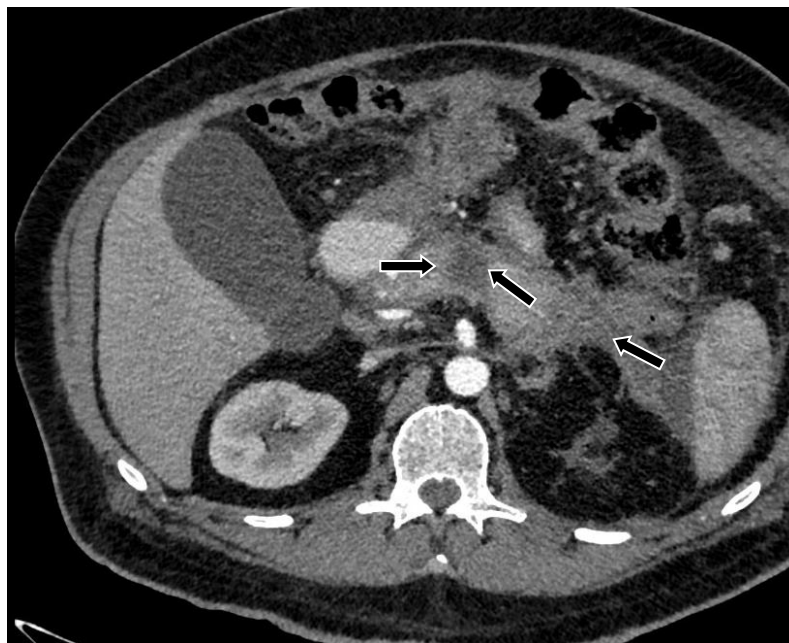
КТ : некрозы поджелудочной железы указаны стрелками (пациентка Д. 41 год)
